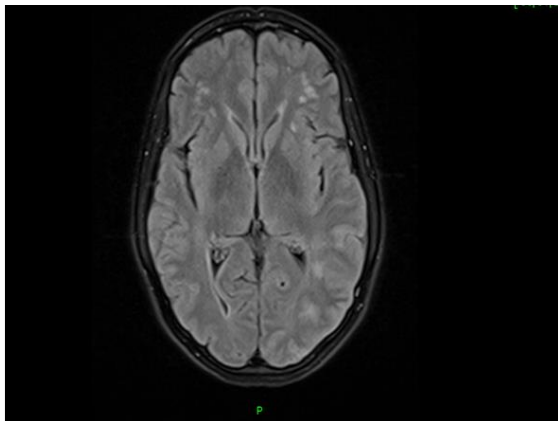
MRI head Flair image of patient with encephalitis. Note the swollen left parieto-occipital lobe compared to the right side.
